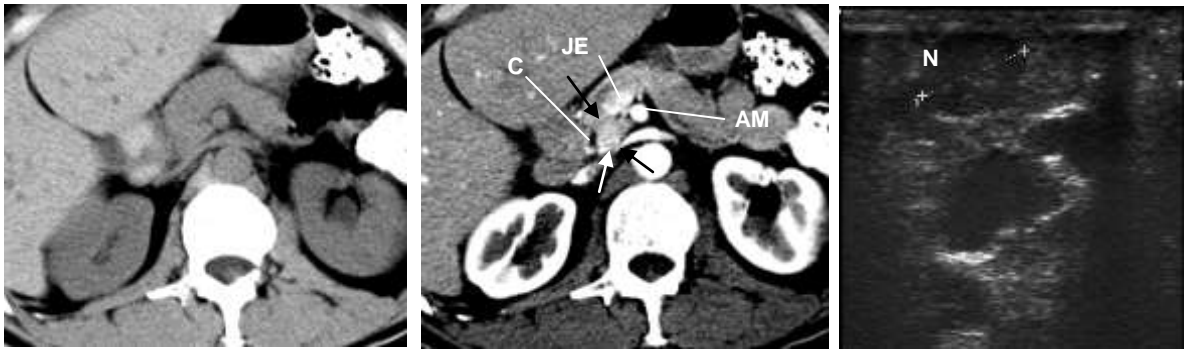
35 anos, masculino – Insulinoma funcionante. Tomografia computadorizada, cortes axiais do abdômen superior, antes (A) e imediatamente após a injeção endovenosa de contraste iodado EV, fase arterial (B); Ultra-sonografia intra-operatória com transdutor linear de alta frequência (12 MHz). Observa-se nódulo (setas) com reforço intenso na fase arterial pós-contraste, localizado na cabeça do pâncreas (P), não sendo possível sua identificação no corte correspondente na fase pré-contraste (A). A lesão foi confirmada pela ultra-sonografia realizada no intra-operatório (N), permitindo a nodulectomia. (JEM = junção esplenomesentérica; MAS = artéria mesentérica superior; C = colédoco).
